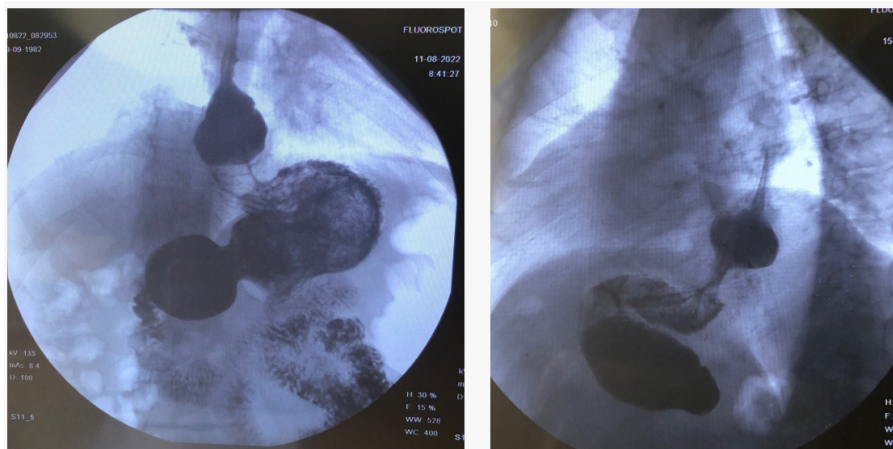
Рентгенография пищевода и желудка с пероральным контрастированием после второй фундопликации. Рецидивная ГПОД 2-го типа по Suppiah (соскользнувшая манжета)
